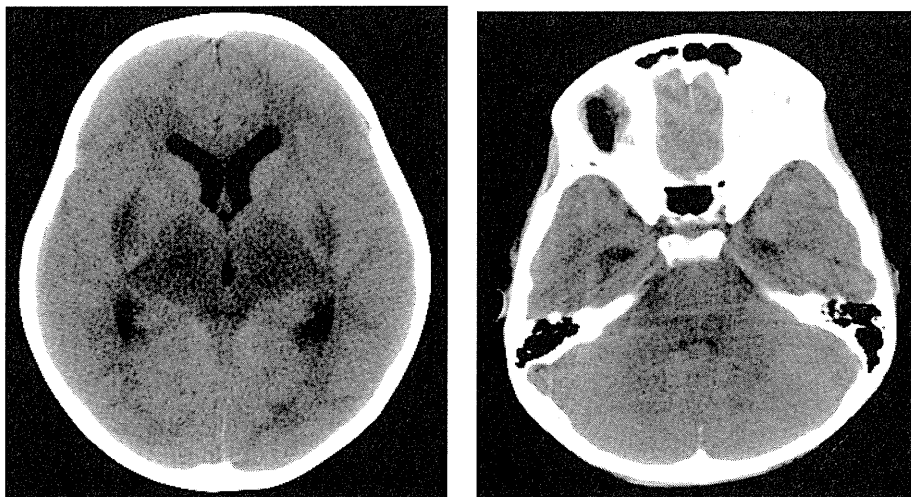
EHEC O157 感染症患児に併発した脳症 (頭部 CT 検査)
